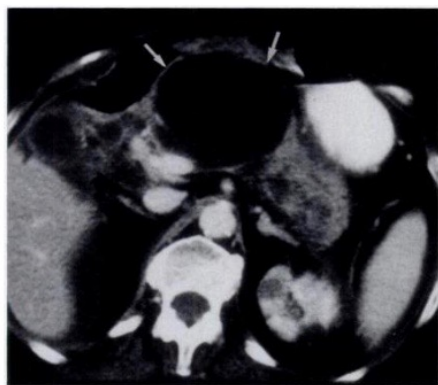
Pseudoquiste pancreático en paciente con dolor persistente tras presentar un episodio de Pancreatitis Aguda 3 meses antes. La TAC con contraste muestra un pseudoquiste grande con una pared bien definida (flechas) en el centro del cuerpo del páncreas. El conducto pancreático también está dilatado.
